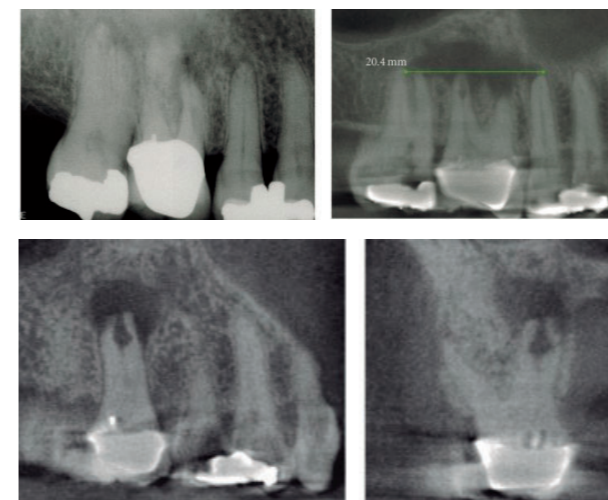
Radiografía periapical que muestra una pequeña radiolucidez a nivel apical del primer molar superior. En
